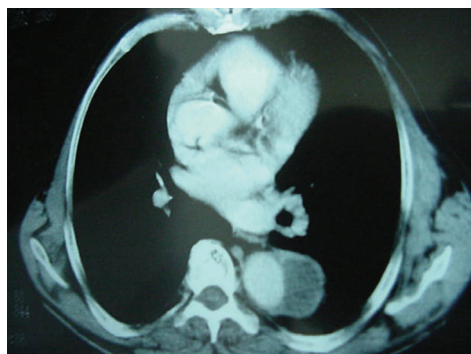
Tomografia helicoidal de tórax com dissecação de aorta.
